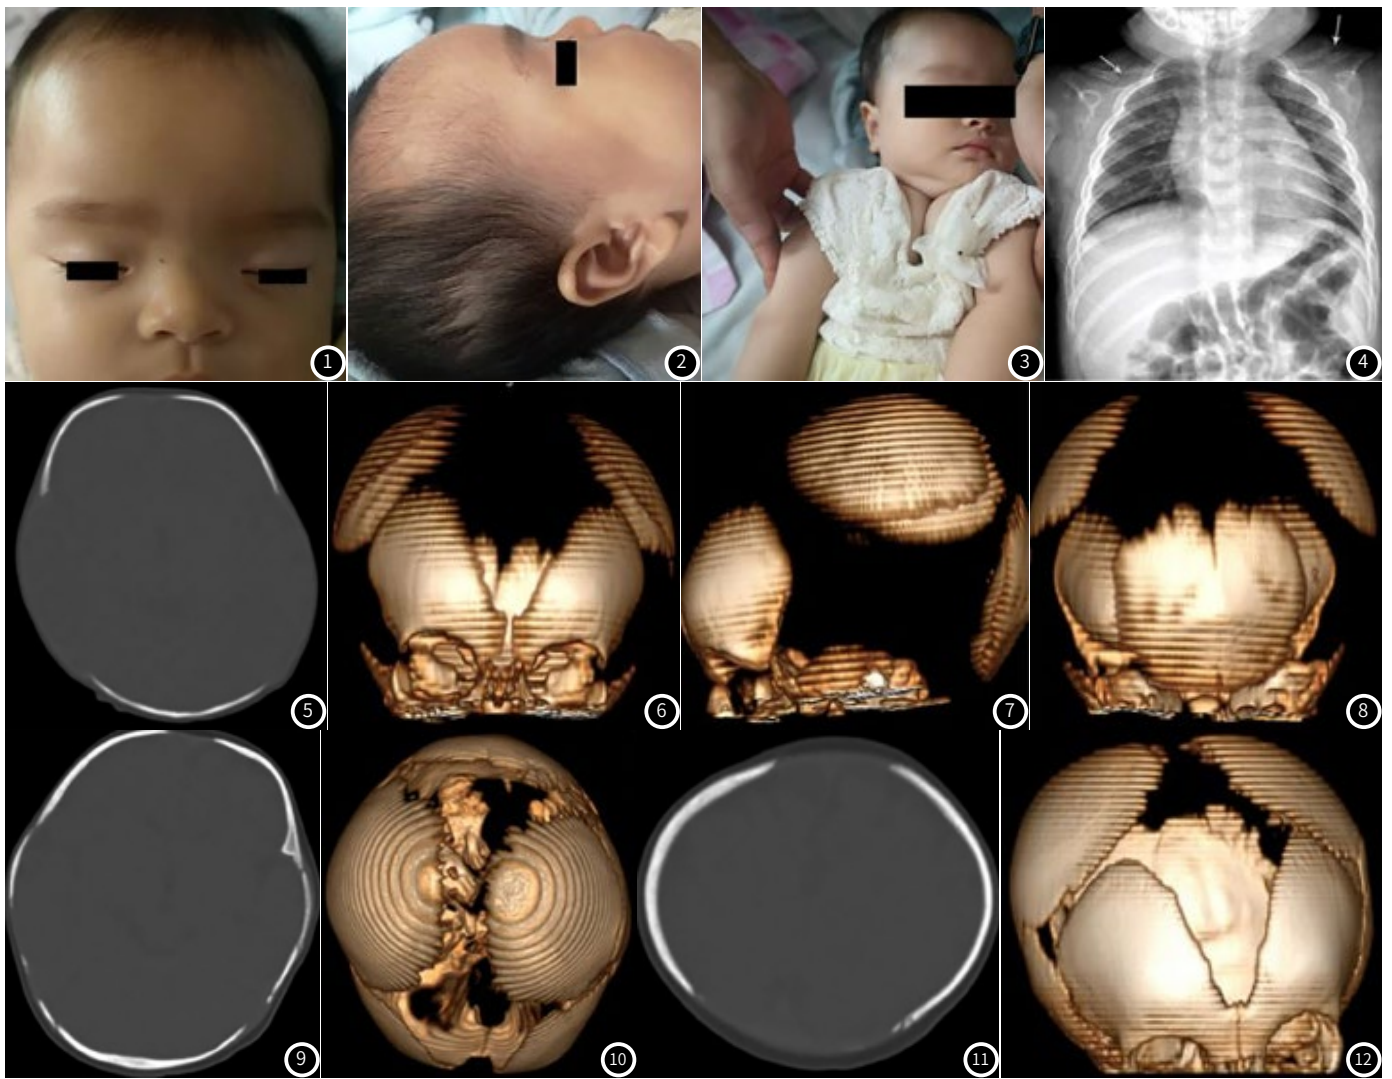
患儿，女，10个月。头面比例增大，前额及顶部饱满、突出，双顶径增宽，囟门增大未闭。眼距增宽，鼻梁低。两肩下垂，关节活动度大，双肩在胸前可靠拢。图4 患儿出生后十月大时胸片示双侧锁骨中外1/3局部缺如，并形成假性关节(箭头)。双侧肩胛骨较小，肩关节孟浅。双侧肱骨头骨骺小。图5-8 患儿出生后一月大时头部CT示前、后囟门大，未闭合。额骨圆突。颅板变薄，颅缝增宽。图9-12 患儿出生后十月大时复查头部CT示前、后囟门较前缩小，仍未闭合。额骨圆突。颅板较前增厚，骨化较前增多。颅缝较前变窄，颅骨成骨较前增多。
